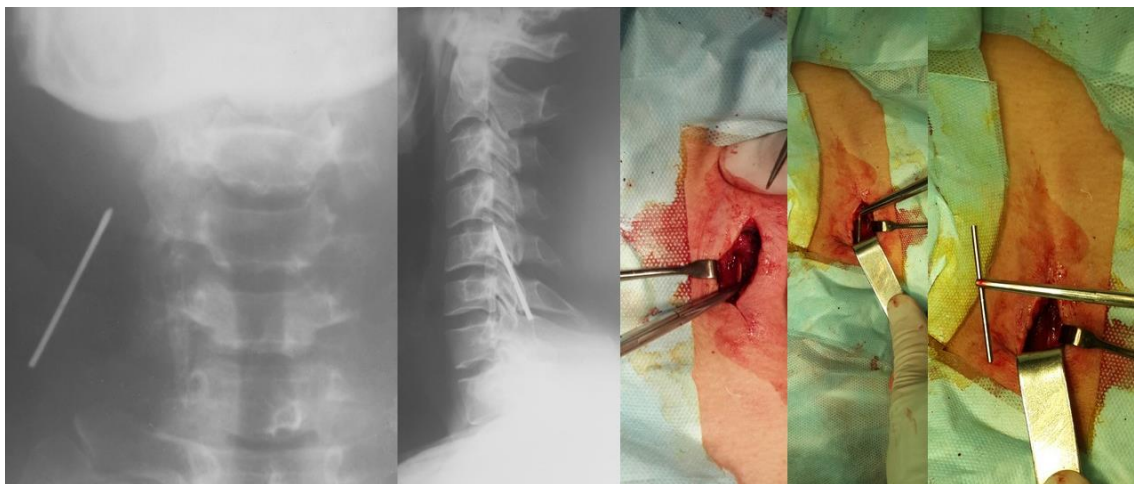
Рентгенограма пацієнта з міграцією металофіксатора та етапи оперативного втручання по видаленню спиці Кіршнера.
